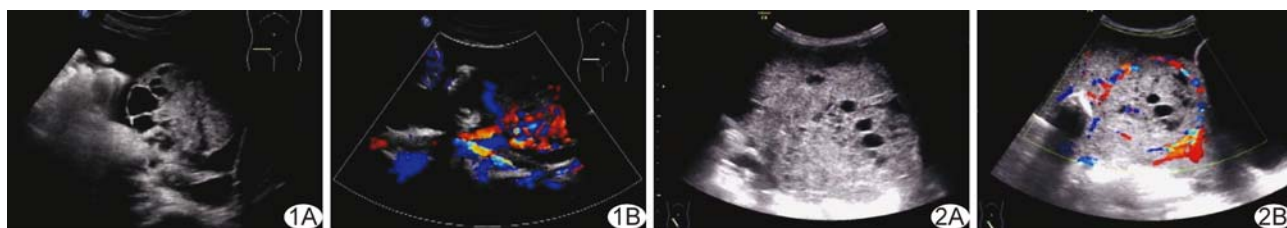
患者 15 岁,卵巢 YST A. 灰阶超声示瘤体呈囊实性混合回声,蜂窝状改变,合并腹腔积液; B. 彩色多普勒超声示瘤体内呈现五彩镶嵌的彩色血流信号 图 2 患者 29 岁,卵巢 YST A. 灰阶超声示瘤体呈囊实性混合回声,不规则网格状改变; B. 彩色多普勒超声示瘤体内呈现条带状的彩色血流信号
